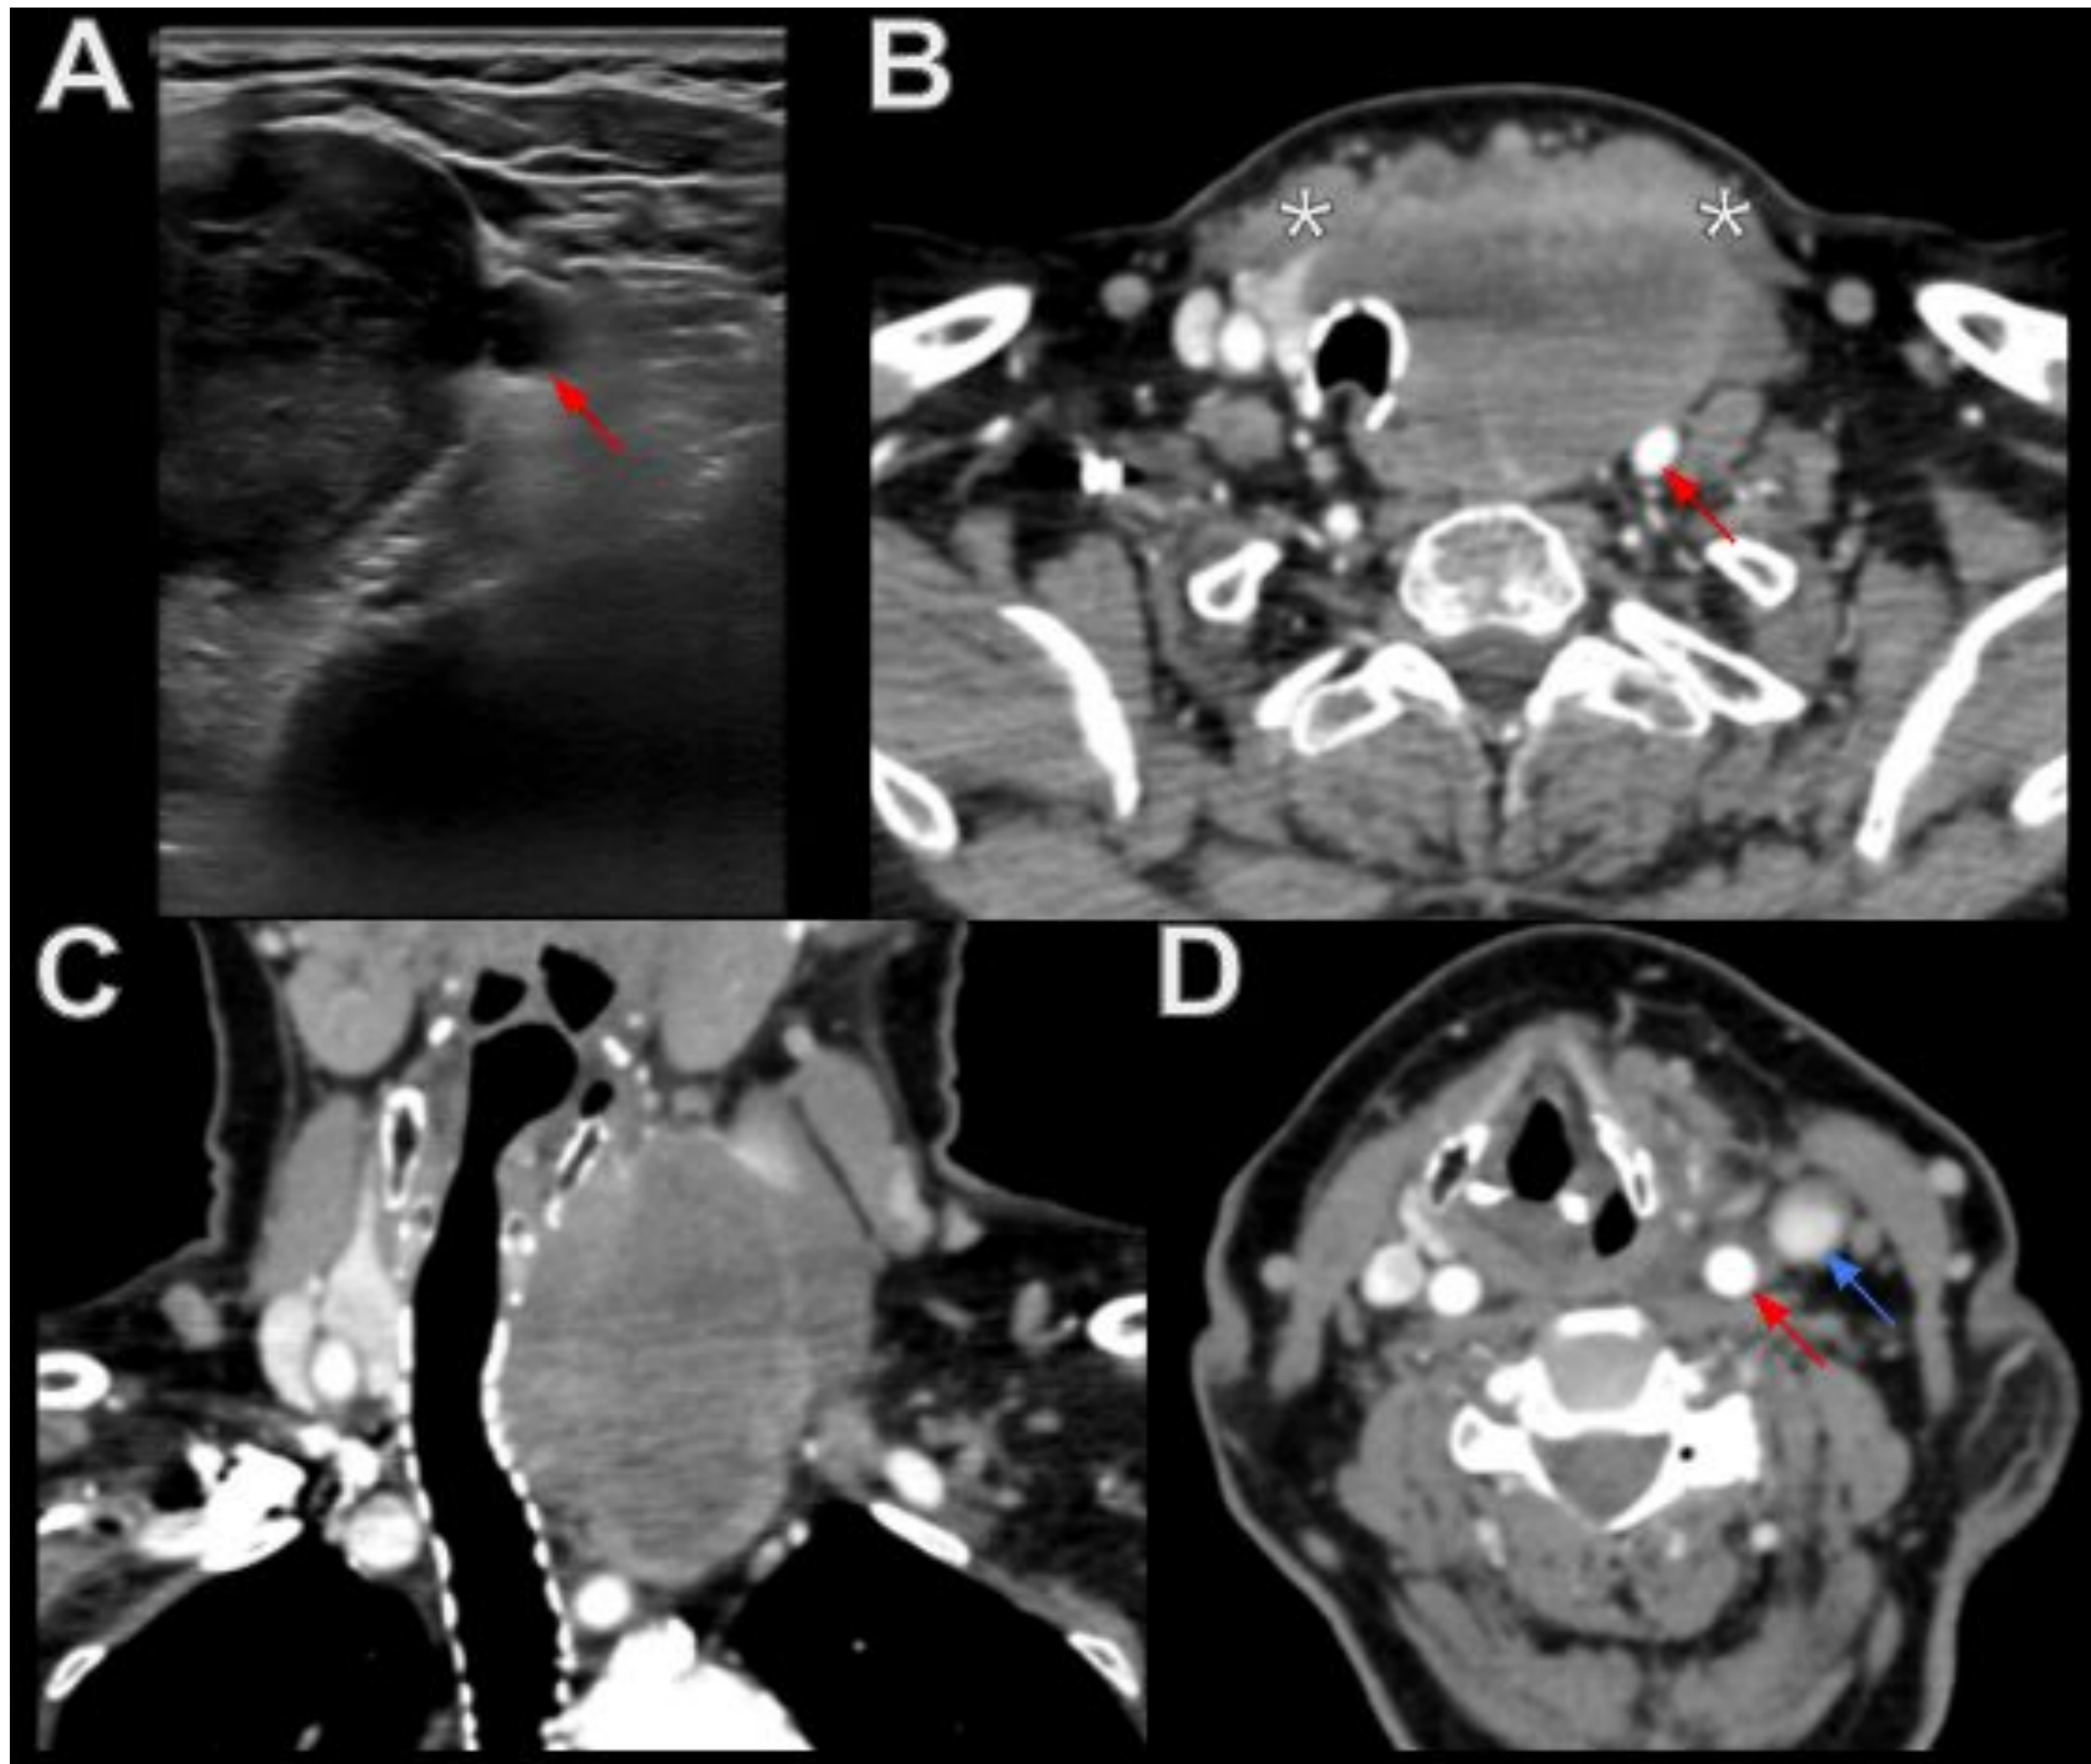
Carcinoma anaplásico de tiroides T3aN0M0. A: imagen de ecografía axial del lóbulo tiroideo izquierdo (LTI) donde se observa una masa tiroidea sólida, marcadamente hipoecogénica, TIRADS 5, de hasta 8 cm de tamaño y con efecto de masa sobre el paquete vasculonervioso izquierdo (flecha roja). B-D: reconstrucciones axiales y coronales de TC con contraste intravenoso donde se aprecia la masa tiroidea izquierda, que ejerce efecto de masa sobre la musculatura prelaríngea (asteriscos,) la tráquea, desplazada hacia la derecha, y el paquete vasculonervioso izquierdo (flechas rojas: arteria carótida común, flecha azul: vena yugular interna). La vena yugular interna está comprimida en B, pero se observa su permeabilidad en cortes más craneales (D). Ninguna de las estructuras mencionadas se encuentra invadida por el tumor, lo que se demostró anatomopatológicamente tras la cirugía (T3a). Tampoco se identifican adenopatías (N0) ni metástasis a distancia (M0).
